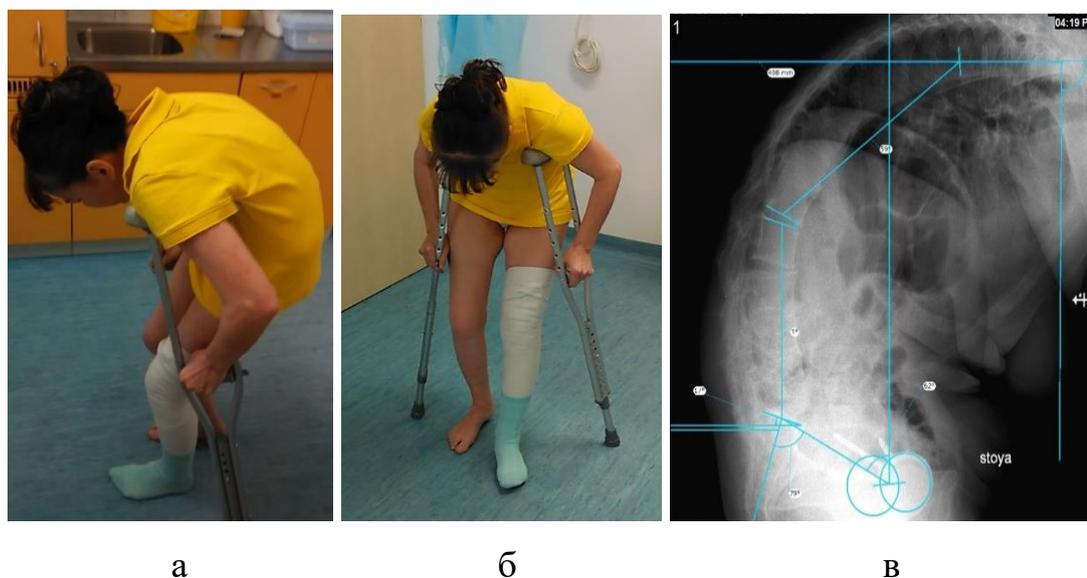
Фотографии пациентки через 3 месяца после эндопротезирования тазобедренного сустава (а, б); данные предоперационного планирования по рентгенографии позвоночника в боковой проекции (в)
